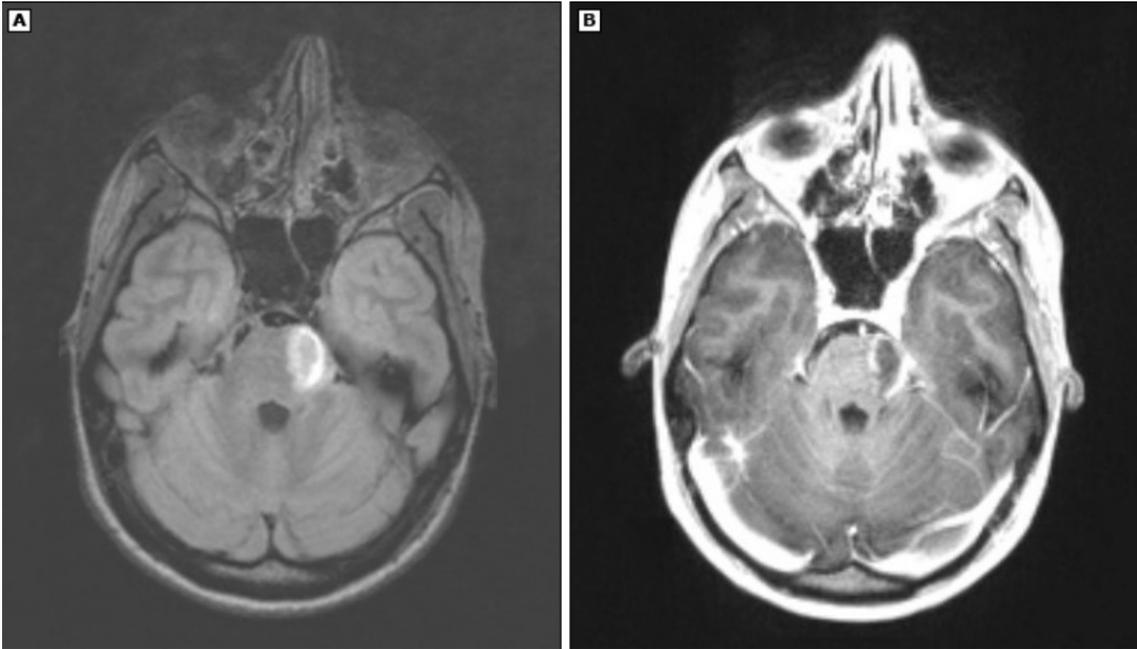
Imagen de Resonancia Magnética de Esclerosis Múltiple. En la imagen A, se muestra un corte axial FLAIR que revela una extensa lesión desmielinizante en el puente de Varolio izquierdo. En la imagen B, se observa un corte axial ponderado en T1 con una lesión de realce periférico.
